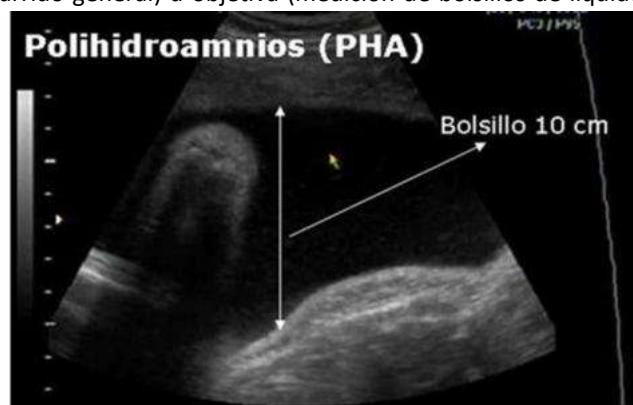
En esta ecografía se observa el aumento del líquido amniótico: Polihidroamnios.
